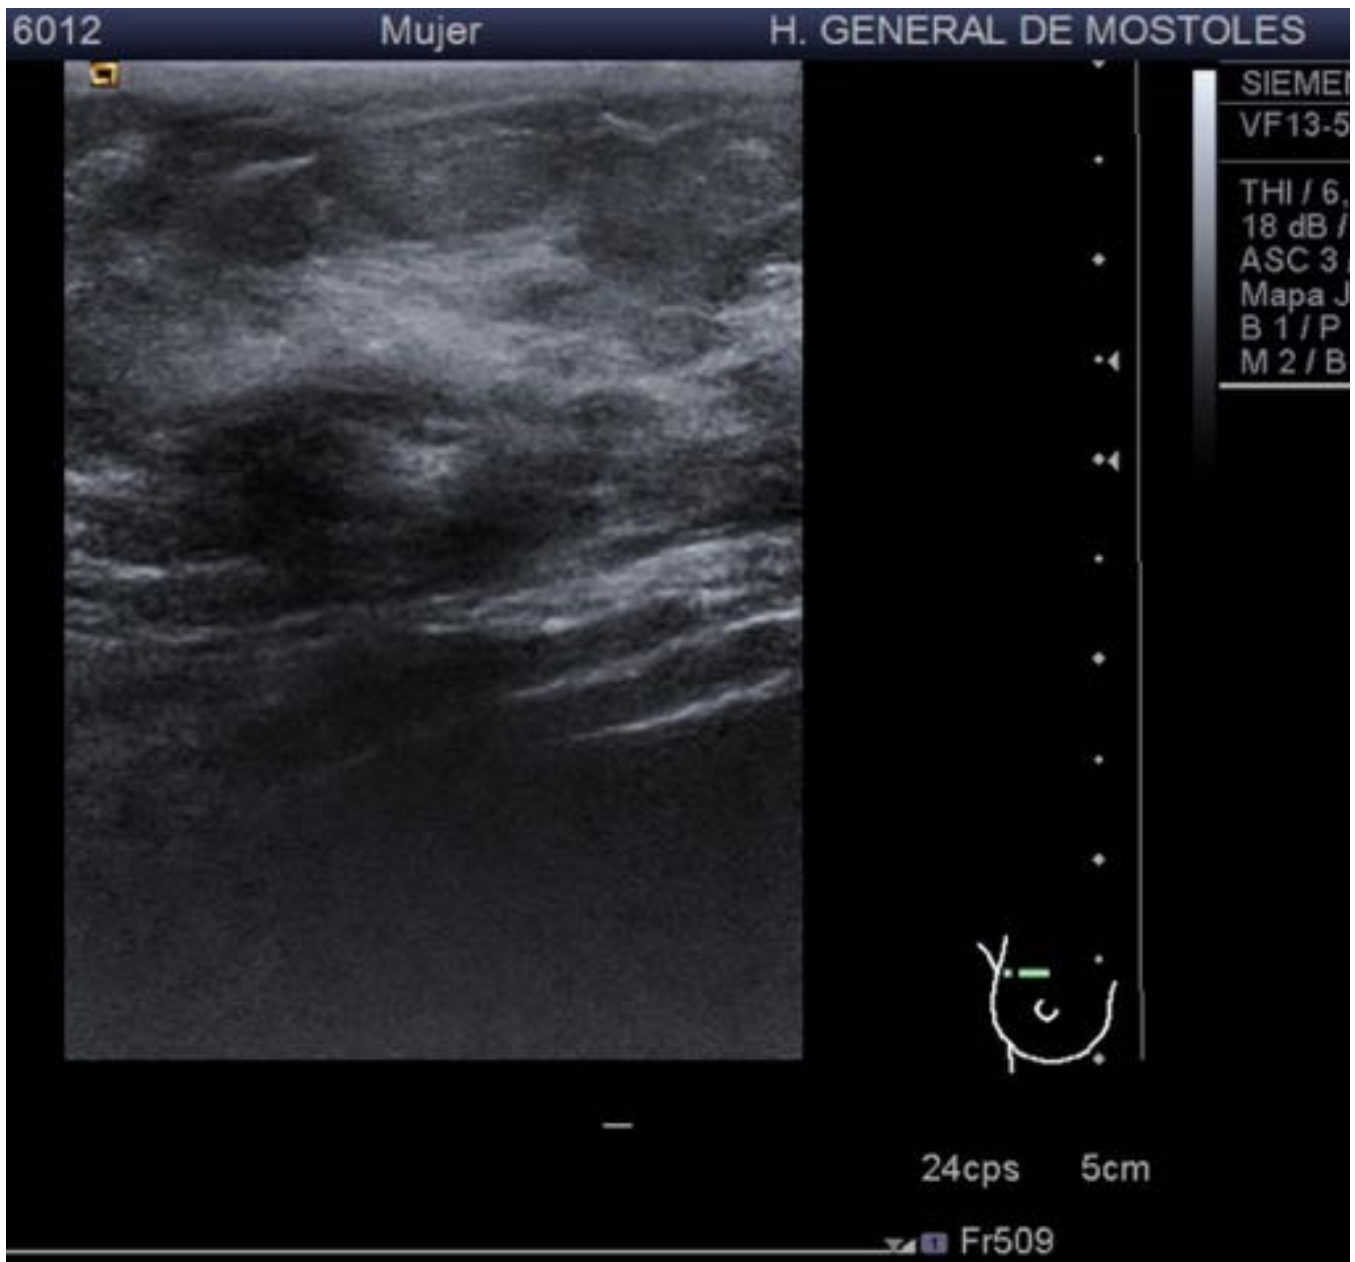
Ecografía mamaria: Imagen hipoecoica mal delimitada con aumento de ecogenicidad de la grasa adyacente.
